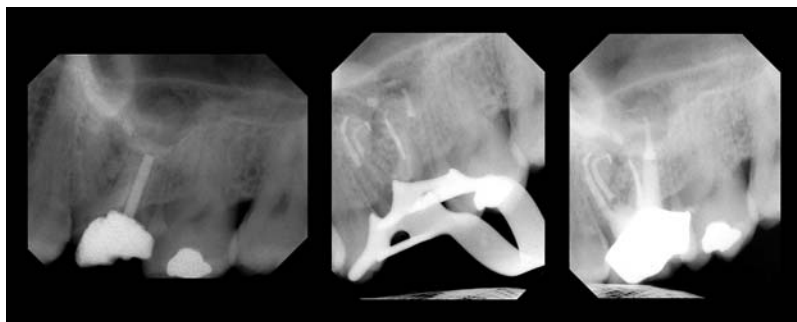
Röntgendokumentation.
